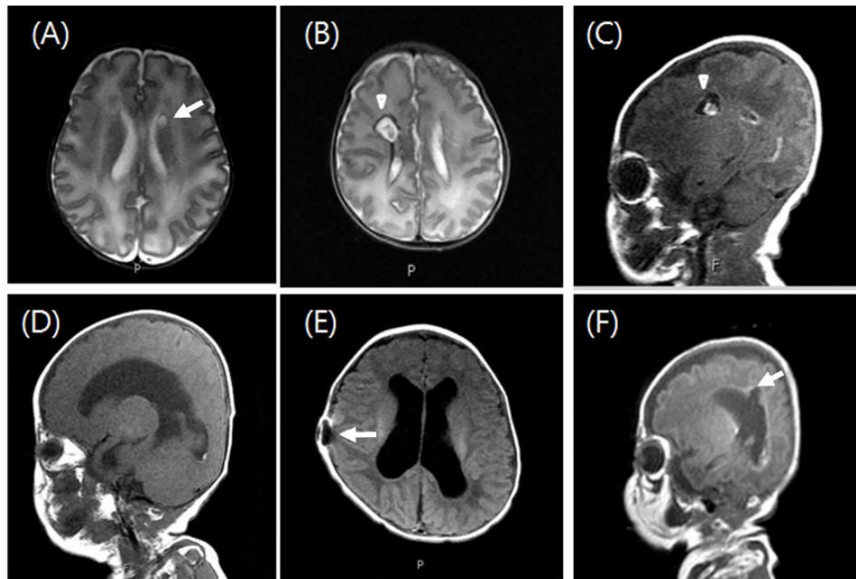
(A) Transverse T2-weighted images of an infant at term-equivalent age born at 32 weeks gestational age (GA) shows subependymal cyst (arrow) with high signal intensity. (B), (C) Transverse T2- and sagittal T1-weighted images of an infant at term-equivalent age born at 29 weeks GA show intraventricular hemorrhage with extension into the adjacent white matter (arrow heads). (D), (E) Sagittal and transverse T1-weighted images of an infant at term-equivalent age born at 28 weeks GA show posthemorrhagic hydrocephalus with insertion site of ventriculoperitoneal (VP) shunt catheter (arrow). (F) Sagittal T1-weighted image of an infant at term-equivalent age born at 24 weeks GA show posthemorrhagic hydrocephalus with porencephalic cyst (arrow) in the adjacent white matter. The porencephalic cyst usually developed from periventricular hemorrhagic infarct in the white matter.
